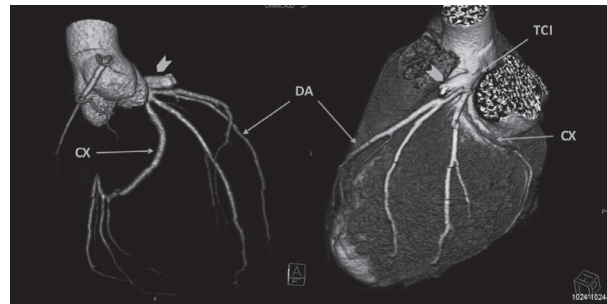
(Derecha). Reconstrucción tridimensional de una angiografía coronaria por tomografía computarizada multicorte realizada en el 2009, cinco años después de la angiografía de Fig.1. Muestra ausencia de cambios de la morfología, o tamaño del pseudo-aneurisma (cabezas de flecha). TCI = tronco de coronaria izquierda; DA = arteria descendente anterior; CX = arteria circunfleja.
